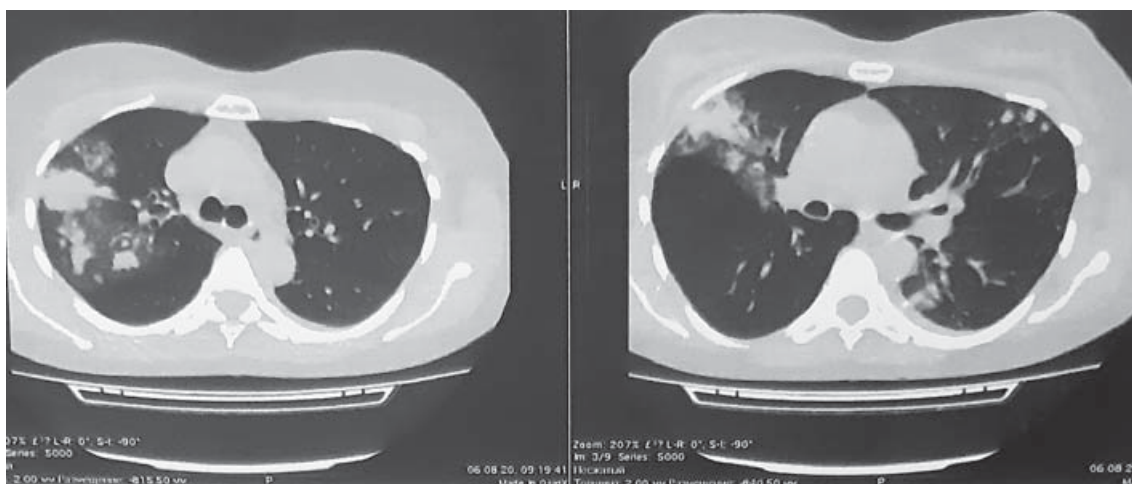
Комп'ютерна томографія легень на початку лікування
